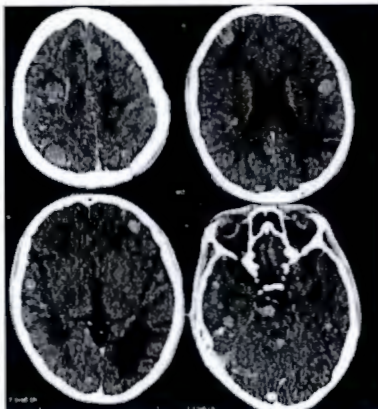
Tomografía Axial Computada de Cráneo simple de control, donde se observan múltiples lesiones hiperdensas, redondeadas, diseminadas por todo el parénquima, con moderado edema cerebral circundante.
